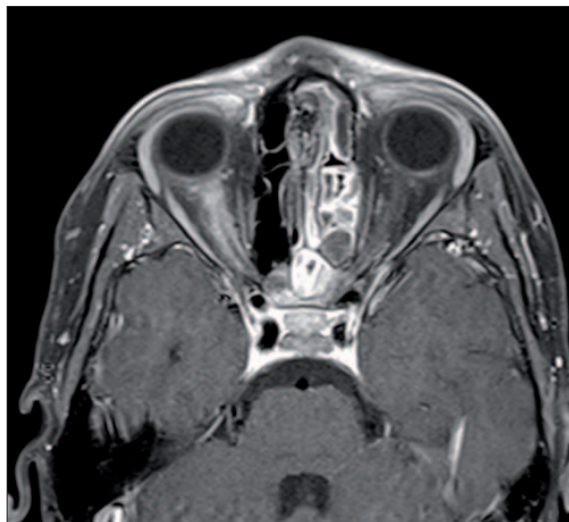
MRI of the orbits; axial post-contrast T1-weighted image of the orbits showing enhancement of the intra-orbital portion of the right optic nerve and optic nerve sheath compatible with optic neuritis.
